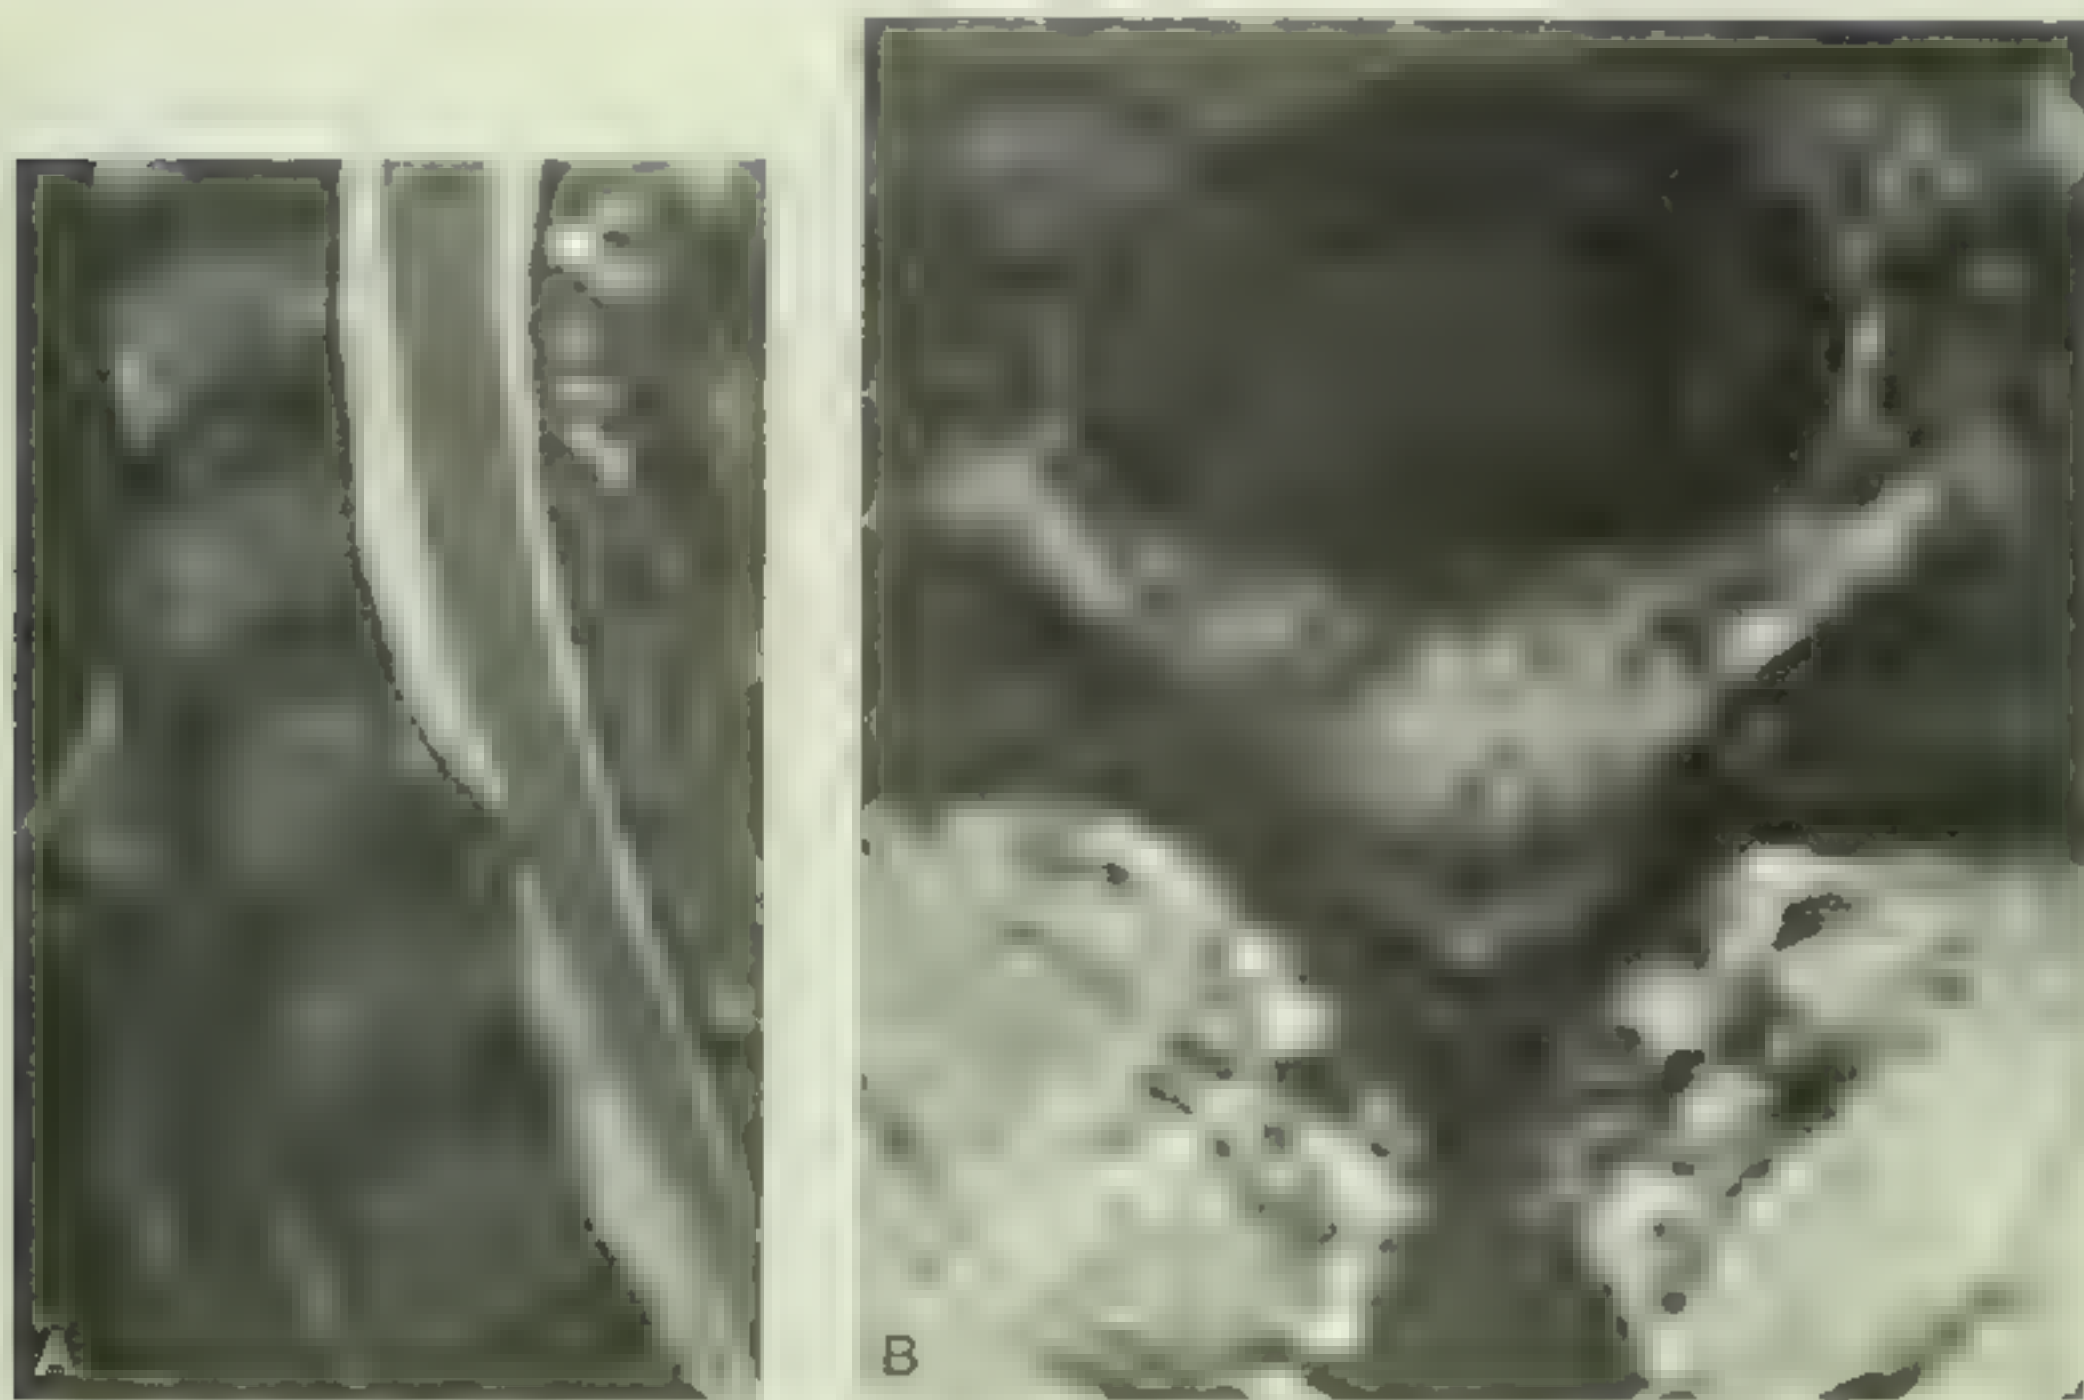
脊柱矢状面磁共振成像 A. T₂加权像 MRI, C5/C6 椎间盘突出。“T”并 63%纵向图像的时间,该数值是 1.5,并 1.5 秒。此像中有明显的水信号(详见 Chan 等) B. 枢椎 MRI 示一个患有神经根病,即脊神经根疾患病人的椎间盘突出
